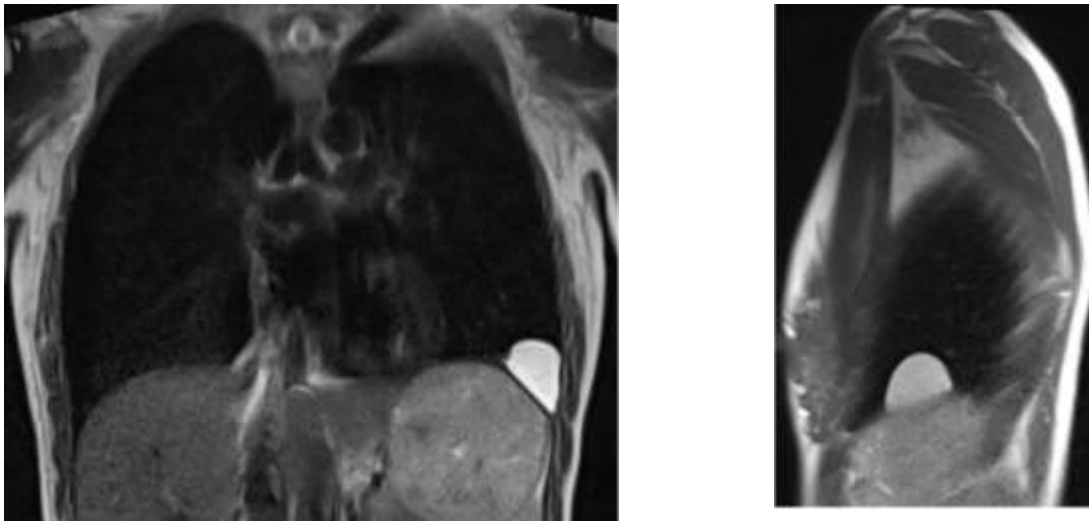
Кіста діафрагми у пацієнтки з ендометріозом діафрагми справа на знімках МРТ
